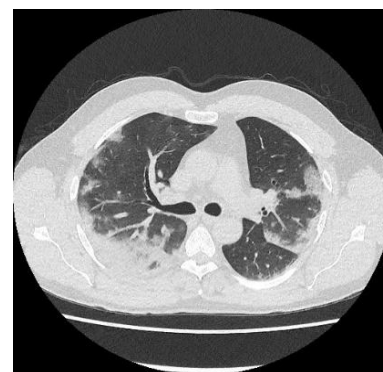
Primeri reprezentativnih prikaza promena na CT toraksa prema fazama kroz koje COVID-19 prolazi (Slika A, Slika B, Slika C i Slika D); Izvor: Arhiva KBC "Dr Dragiša Mišović - Dedinje", uz dozvolu ustanove
